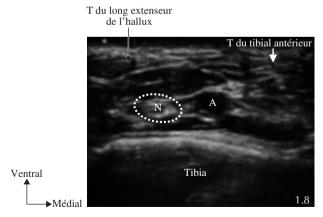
Aspect échographique du nerf fibulaire profond après injection. A : artère tibiale antérieure ; N : nerf fibulaire profond.
